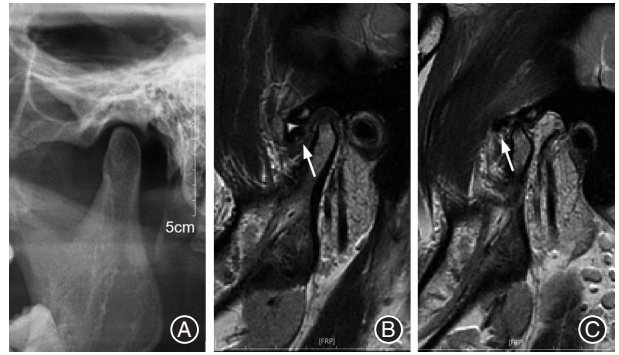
左侧急性颞下颌关节盘不可复性前移位(ADDWoR)经手法复位联合 Twin-Block 咬合板治疗后仍为 ADDWoR 但不伴张口受限 A:治疗前张口位片示左髁突运动受限;B:左侧颞下颌关节治疗6个月后闭口位MRI,箭头所示关节盘前移位、变形;C:左侧颞下颌关节治疗6个月后张口位MRI,箭头所示张口位时关节盘仍位于髁突前方。
